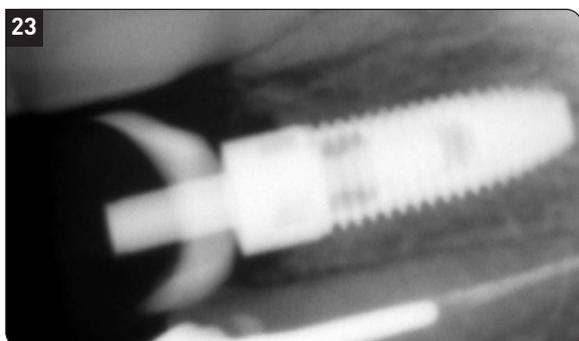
La validation radiographique atteste de l'absence de matériau en excès.
